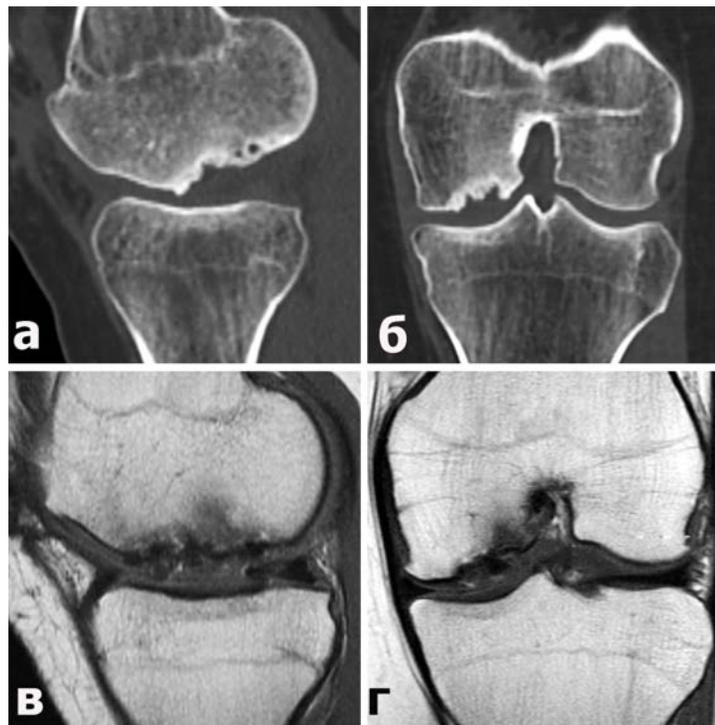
МСКТ (а,б) и МРТ (в,г) картина рассекающего остеохондрита медиального мыщелка бедренной кости у больной К.
